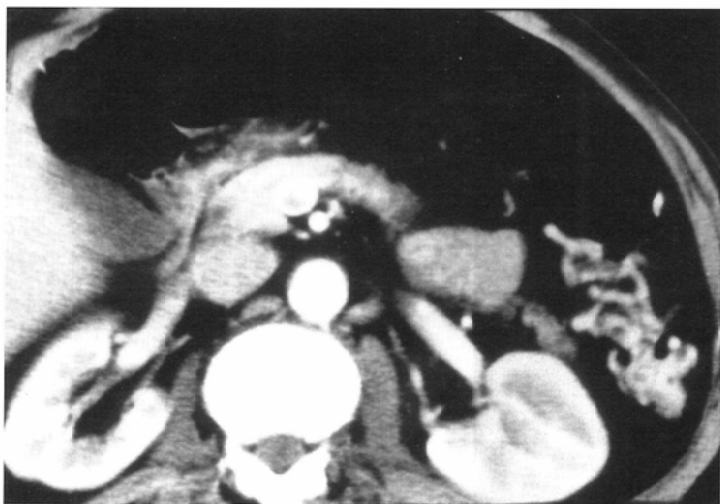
Contrast-enhanced abdominal CT scan shows multiple dilated vessels in the vicinity of the descending colon.
